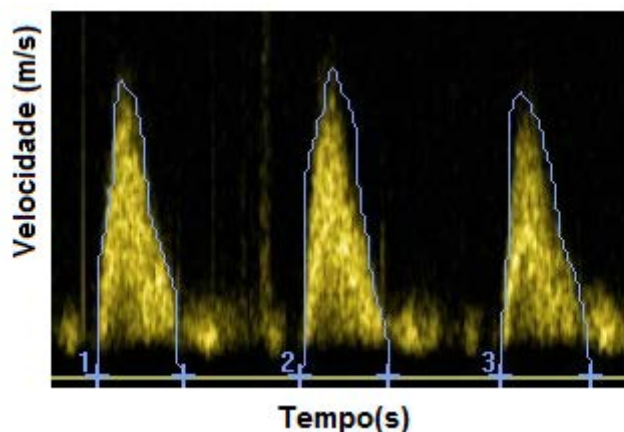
Sonograma com EVM traçada por especialista.
